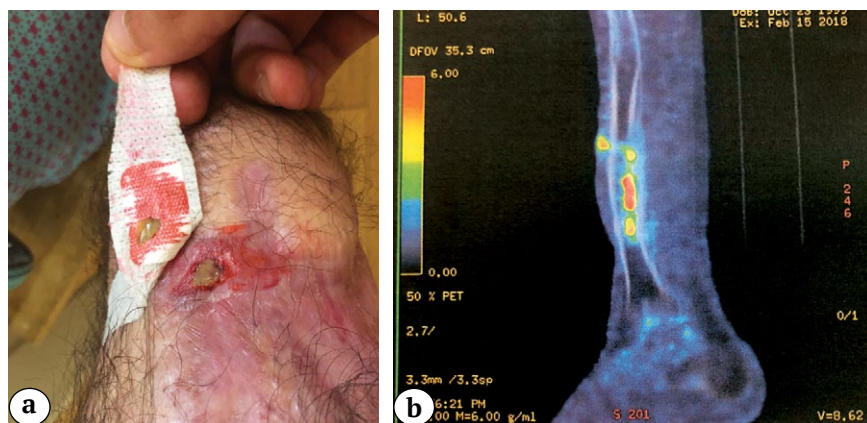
Clinical signs of infection with sinus and drainage (a); FDG PET-CT shows and confirms infection with uptake at the level of previous docking site (b)
